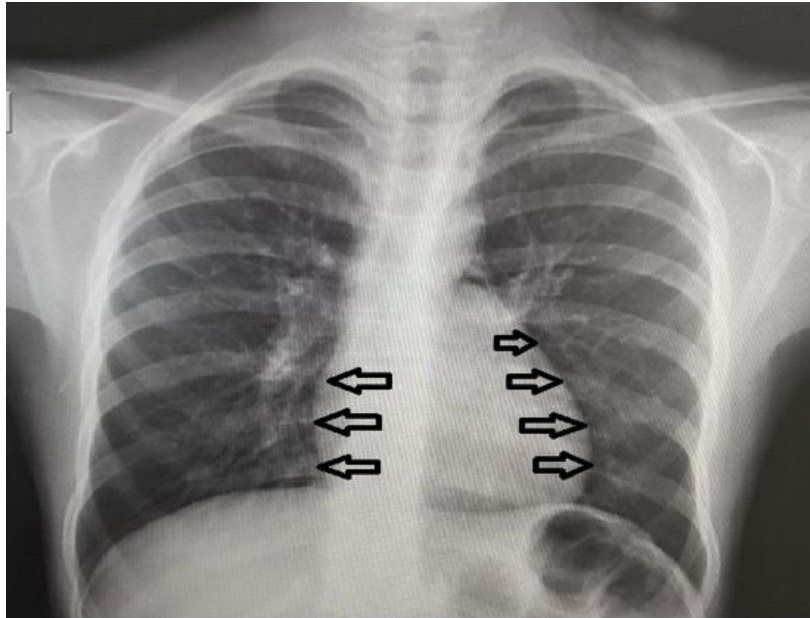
Radiografía de tórax, proyección postero anterior que muestra neumomediastino.
